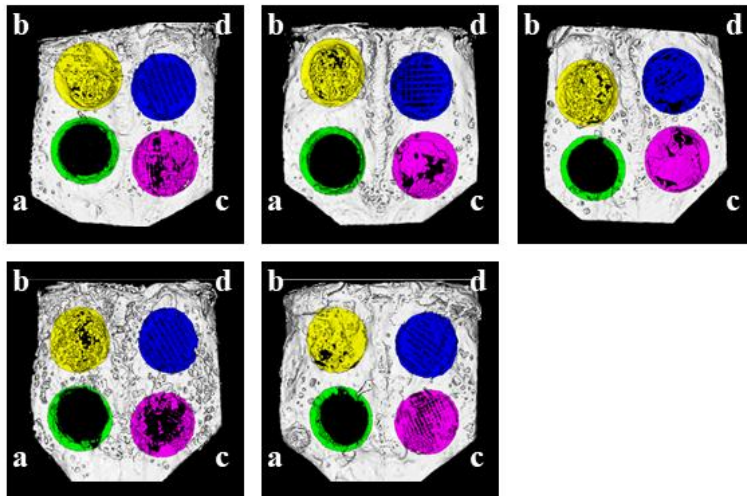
Micro-CT images of calvarial defects at 6 weeks.
